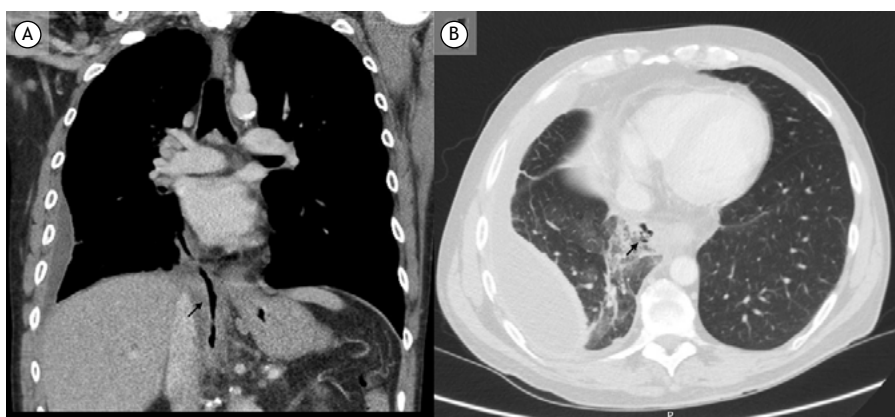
TC coronal (em A) e axial (em B) mostrando um trajeto fistuloso (setas pretas) com líquido e gás estendendo-se da cabeça do pâncreas para o interior do espaço pleural direito e transpondo o hemidiafragma direito.
